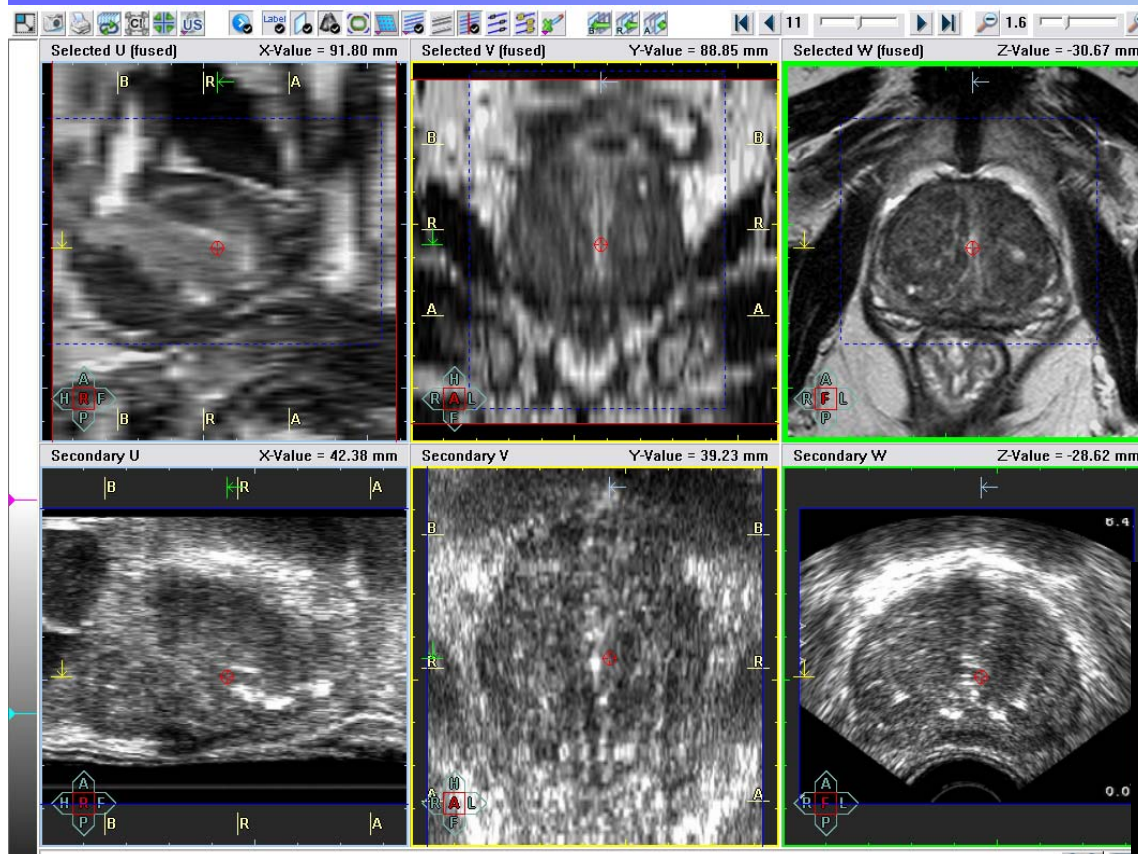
Obrazowanie (IOR): 3D USG i Doppler
